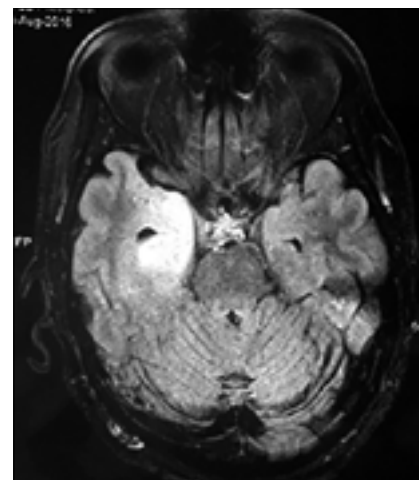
Case 1- Magnetic resonance image showing the mesial sclerosis in a 72 year Old Patient with partial complex epilepsies.
